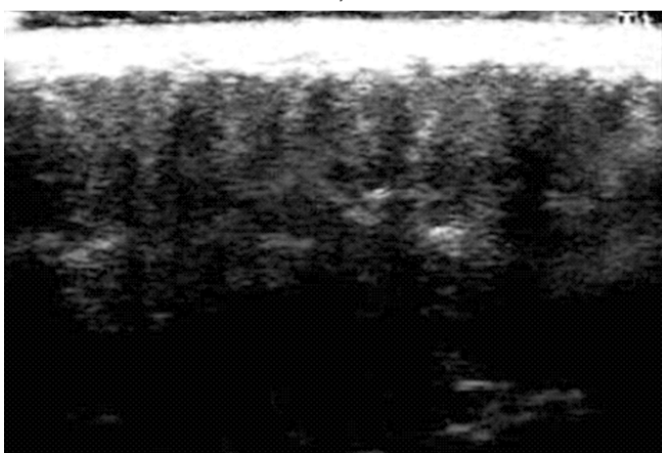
Ultrassonografia pré-tratamento das voluntárias. Nas figuras as setas vermelhas indicam as áreas edematosas na cor preta.
